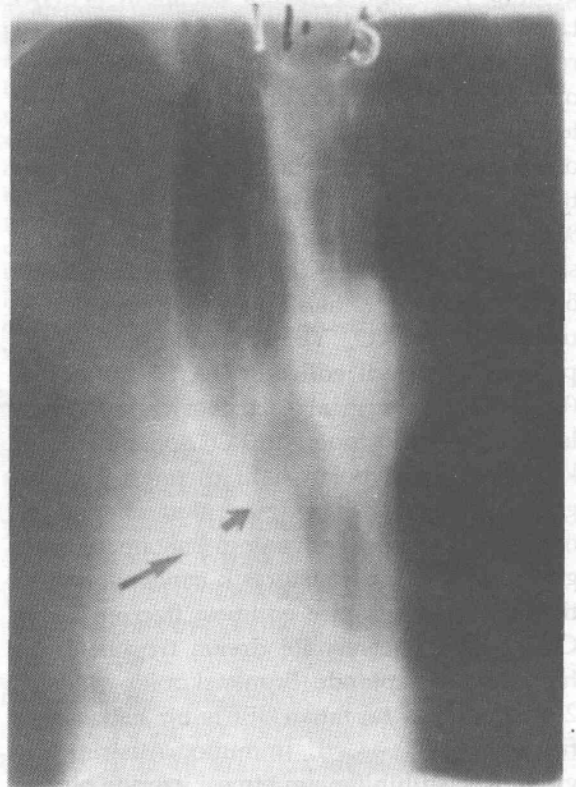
1. olgunun postoperatif 2. ay grafisi
